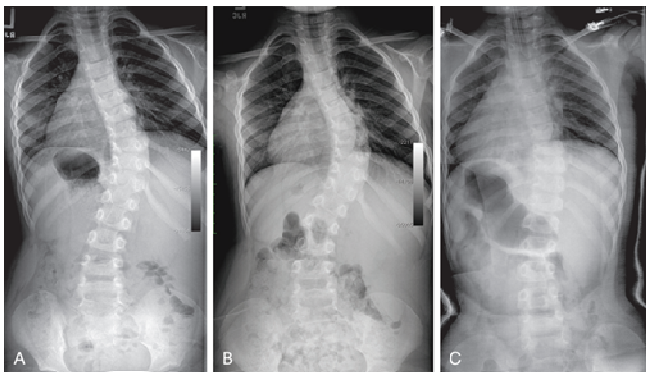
Escoliosis idiopática juvenil. Se aprecian múltiples radiografías posteroanteriores de la columna vertebral a los 2 años (A) y 4 años (B) de progresión de la enfermedad; colocación de sistema de arriostramiento con yeso disminuyendo la progresión (C). (I. Eric P. Eutsler, Arthur B. Mayers y Sumith Pruthi. 2019. Scoliosis 1309-1315. EU: Elsevier).
